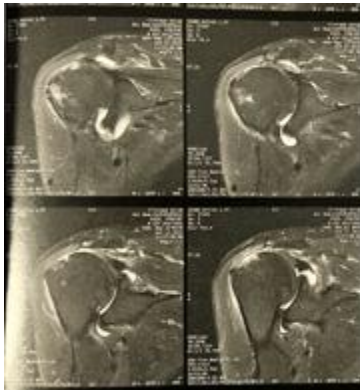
Images IRM pré opératoire montrant la rupture massive de la coiffe des rotateurs
